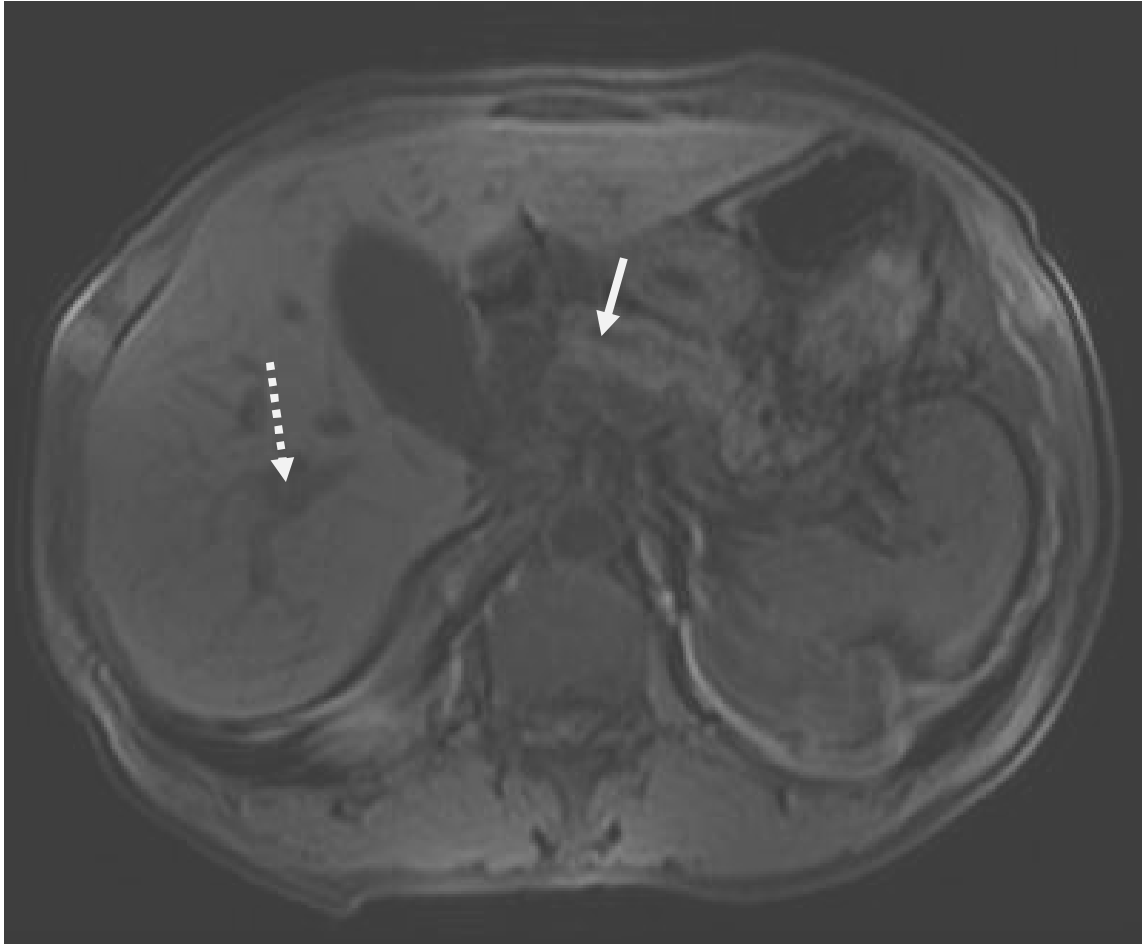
Cliché d'IRM réalisé en séquence T1, coupe axiale :
